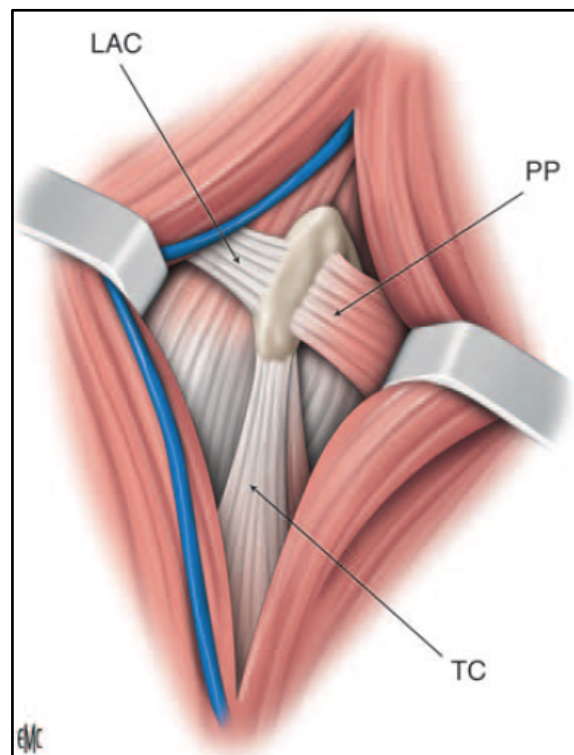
Ouverture du sillon deltopectoral avec l'apophyse coracoïde au centre, le tendon du petit pectoral en dedans (PP), le ligament acromioclaviculaire en dehors (LAC) et le tendon conjoint en bas (TC).
